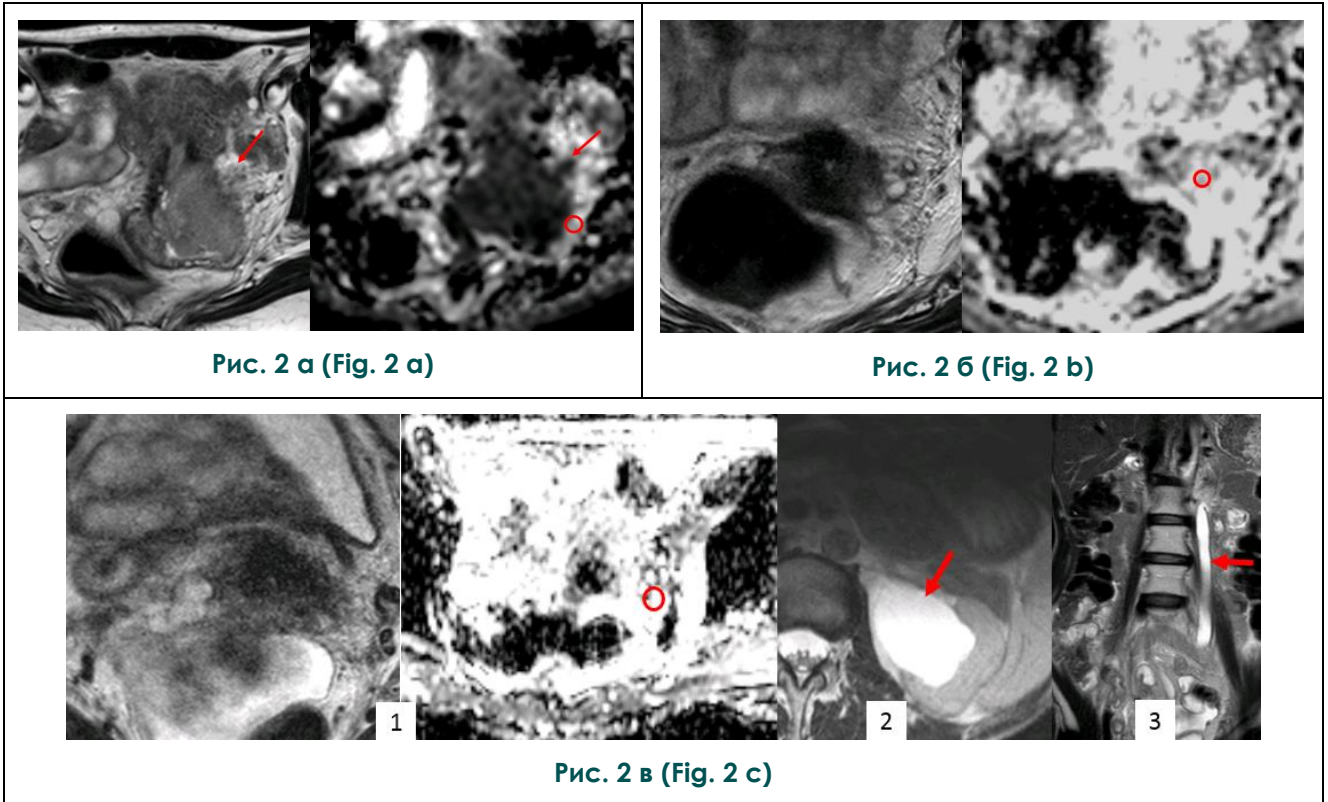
МРТ таза, T2-взвешенные изображения, карты измеряемого коэффициента диффузии.
